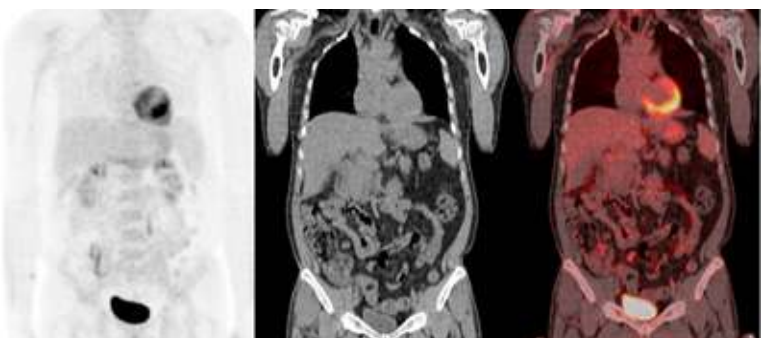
Acquisition sur caméra hybride TEMP-TDM
